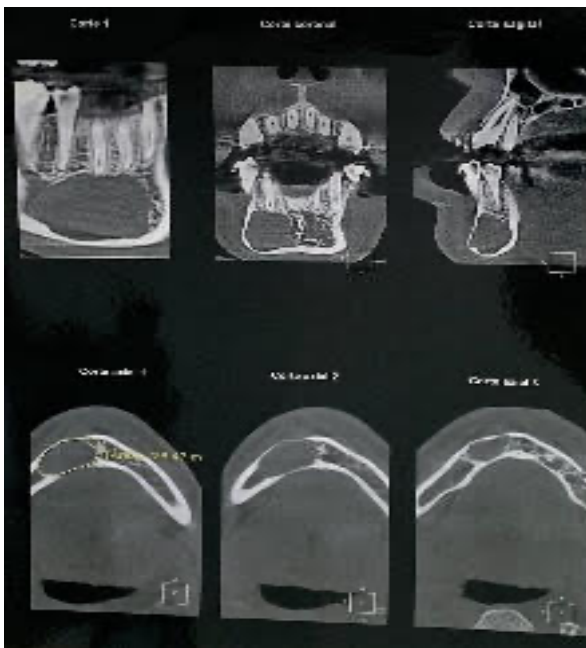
Imagem de cortes sagitais, coronais e axiais de tomografia evidenciando a área de interesse. É possível notar a extensão e profundidade da lesão.
